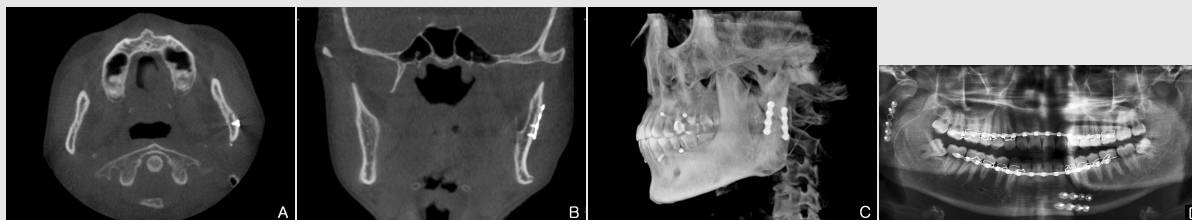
Post-operative radiograph and CT scans
